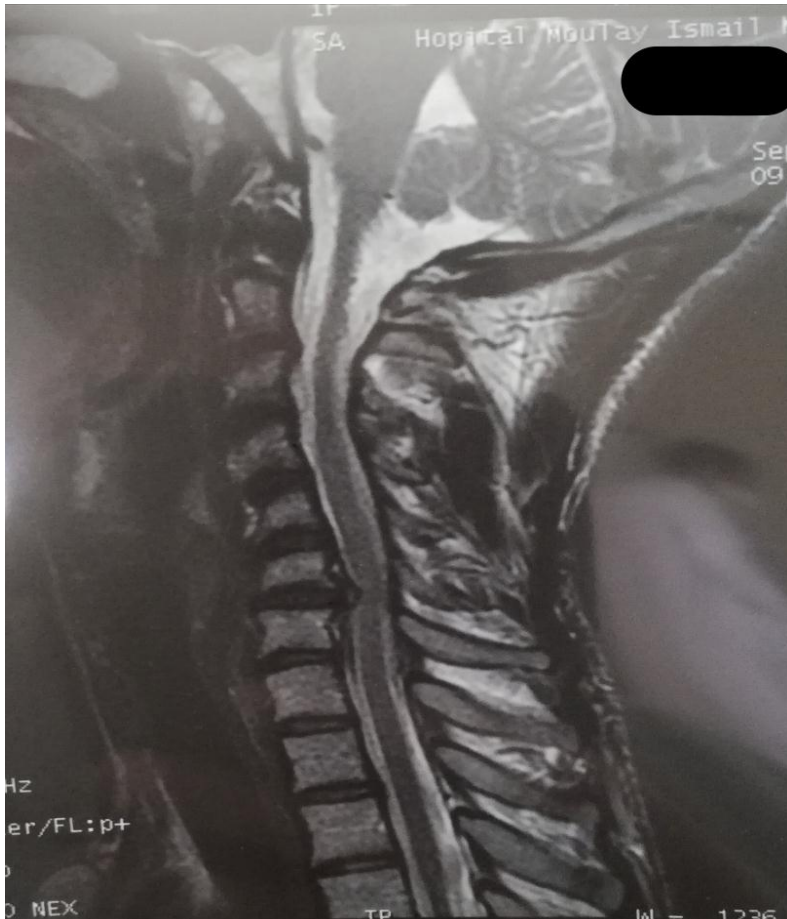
IRM du rachis cervical chez un patient de notre série de cas, en coupe sagittale, séquence pondérée T2, montrant une hernie discale cervicale au niveau de l'étage C6-C7 comprimant la moelle en regard.
